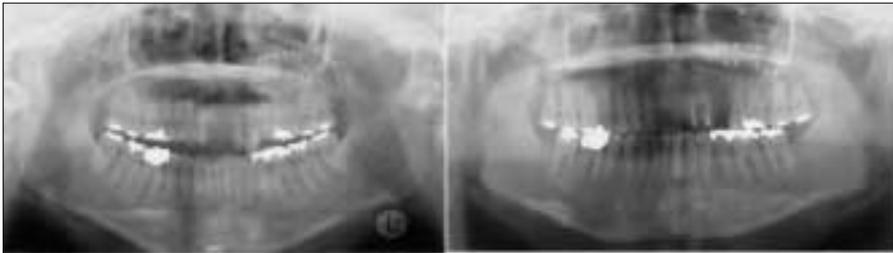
Panoramic radiographs before and after treatment
